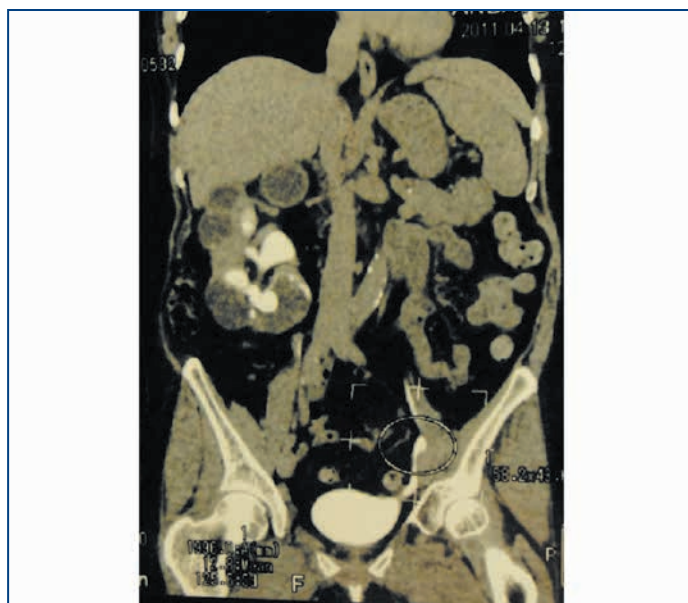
Компьютерная томограмма больной А. Множественные полости правой почки, расцененные первоначально как ретенционные, и коралловидный камень
